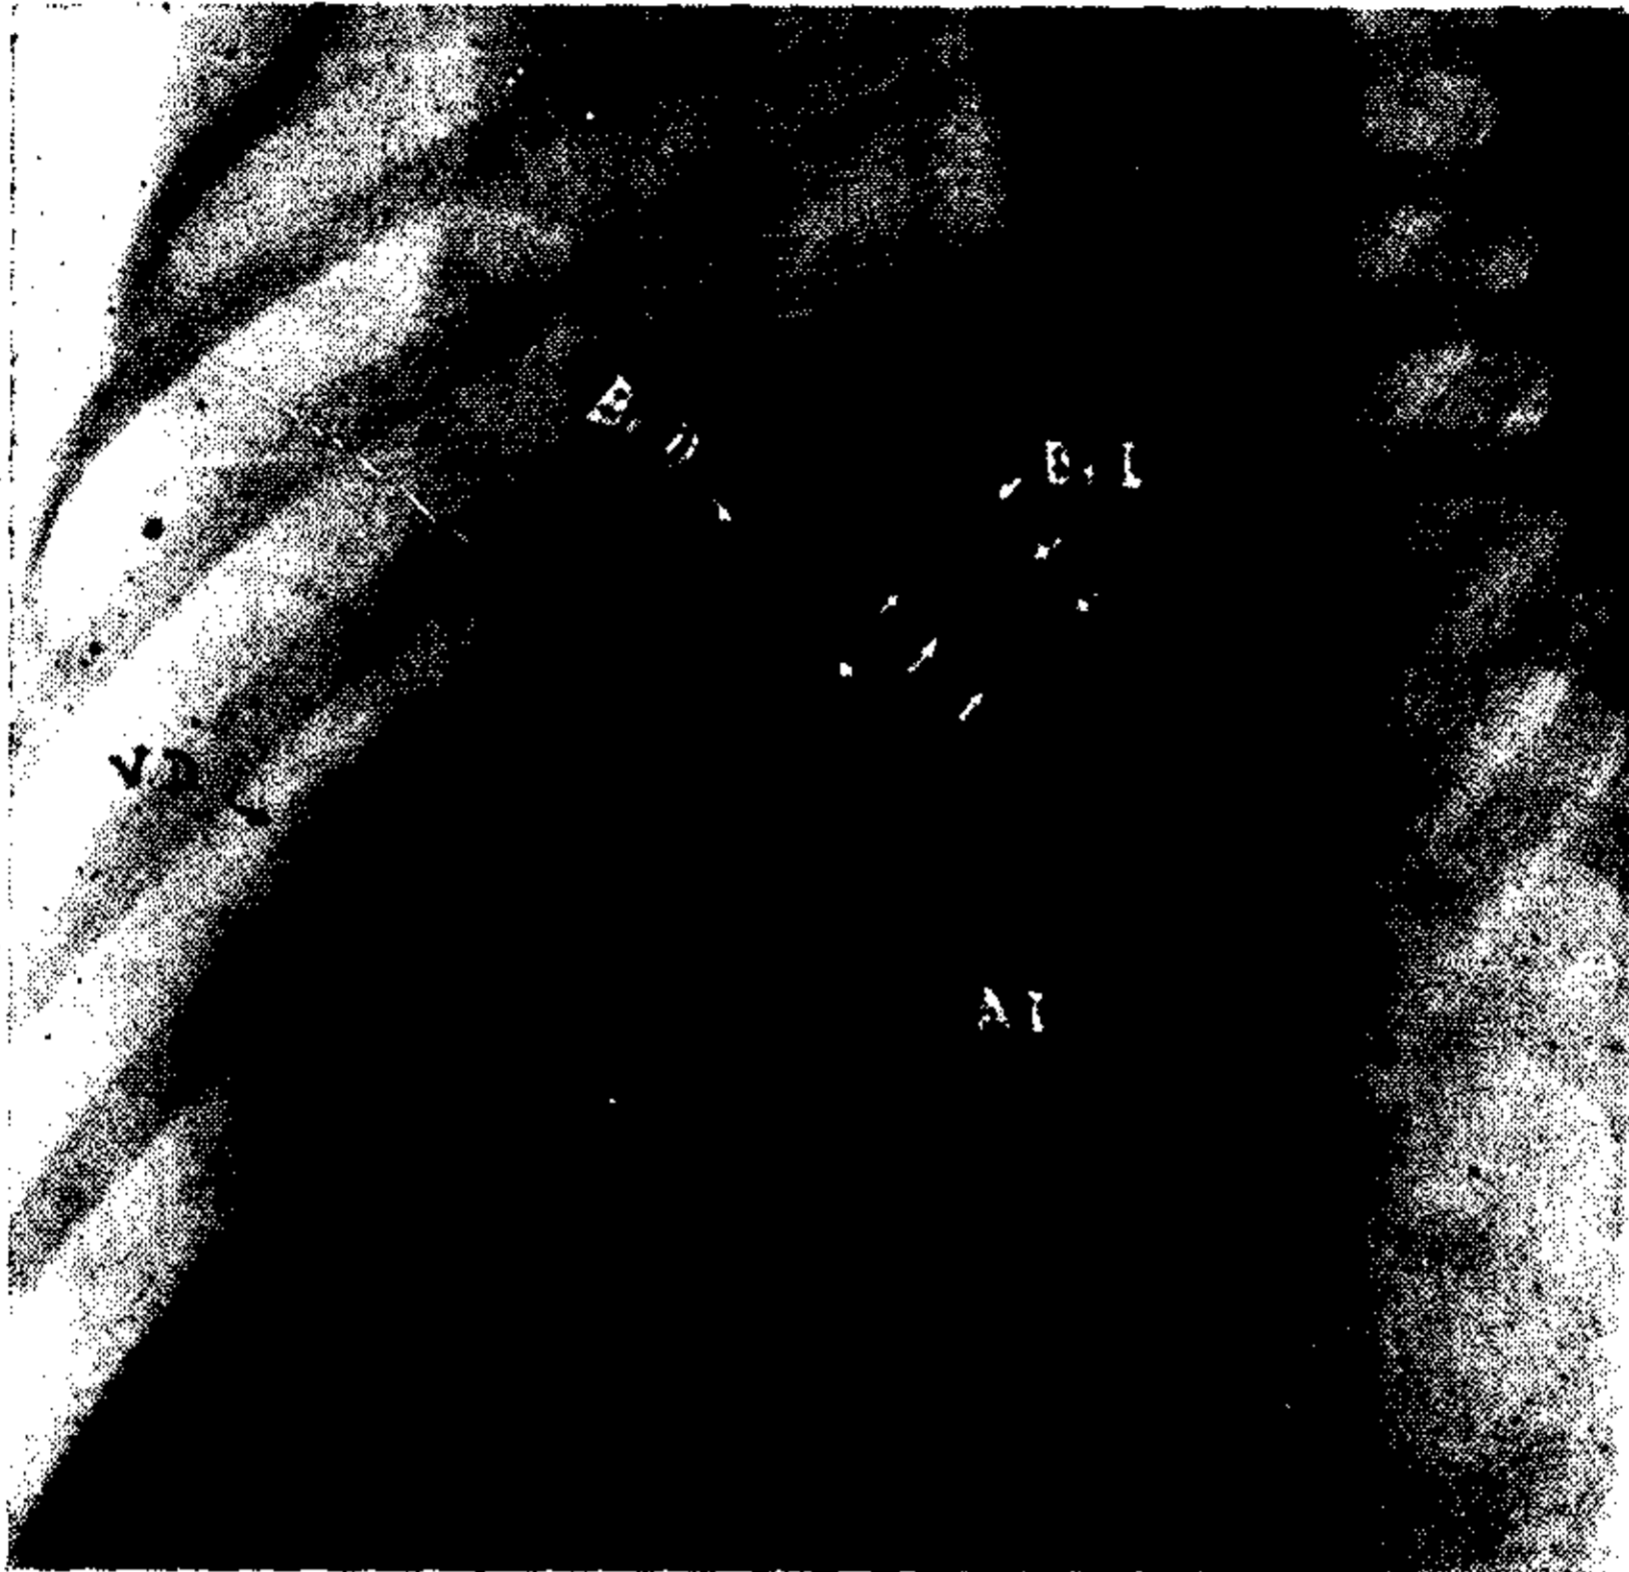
OBS. II.—Radiografía en O. I. A. Moderada saliencia de aurícula izquierda. Ángulo bronquial normal.
